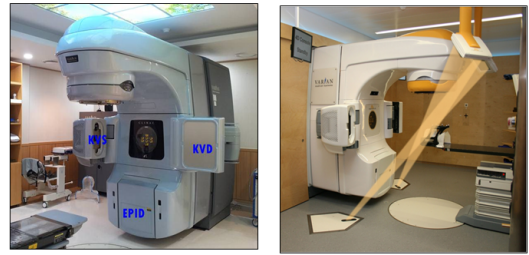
Image-guided radiation therapy devices (Lt ; Varian OBI, CBCT, Rt ; Novalis ExacTrac)
